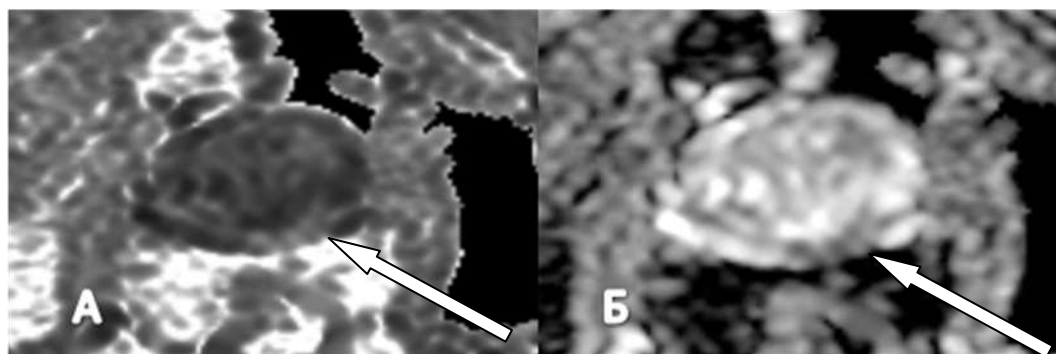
Диффузионно-взвешенные изображения ПЖ в аксиальной плоскости, с значением $b1000$ (А) — гиперинтенсивный очаг на 4-6 часах УЦ в левой доле железы; ИКД-карта (Б) — гипоинтенсивный очаг на 4-6 часах УЦ в левой доле железы. PI-RADS — 5 баллов.
